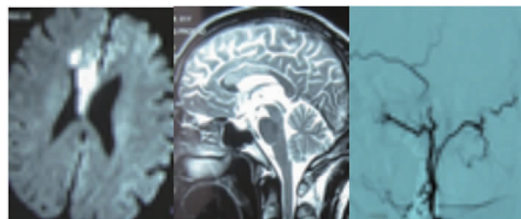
Findings in MRI and DSA of a 66-year-old male patient
